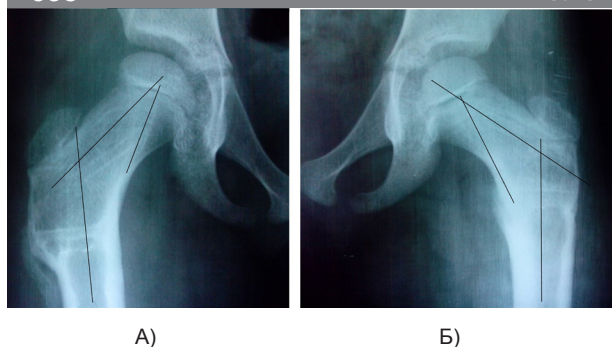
Рентгенограмма больной М.: правого (А) тазобедренного сустава спустя 2,5 года и левого (Б) тазобедренного сустава через 3 года после оперативного вмешательства
